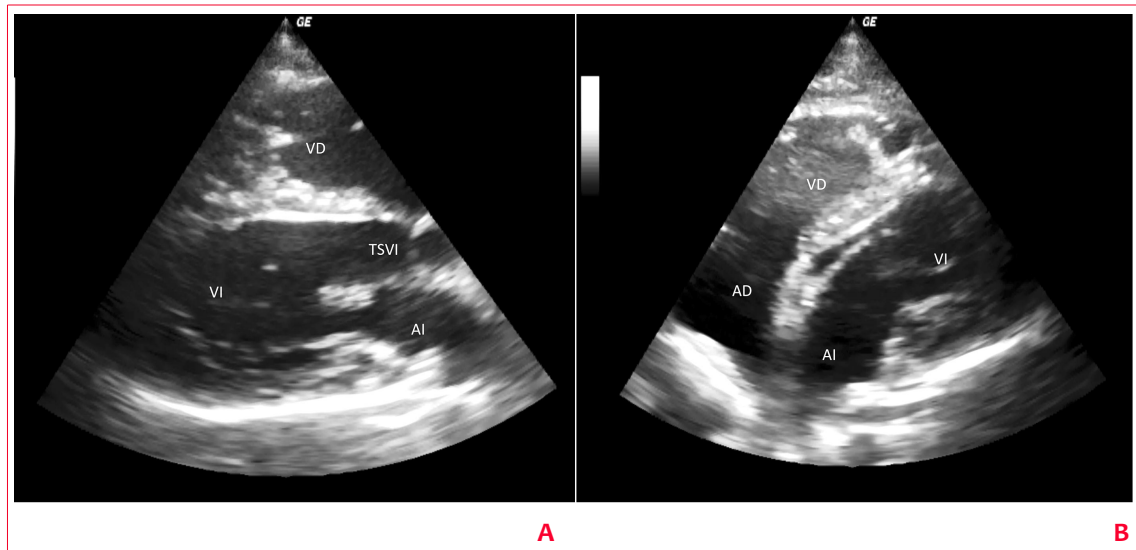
(A) Ecocardiograma corte paraesternal eje largo obtenido en cuarto espacio intercostal línea axilar anterior. (B) Corte de cuatro cámaras atípico obtenido en línea axilar media donde se observa una fuerte angulación entre aurículas y ventrículos con desplazamiento posterior del ápex.
